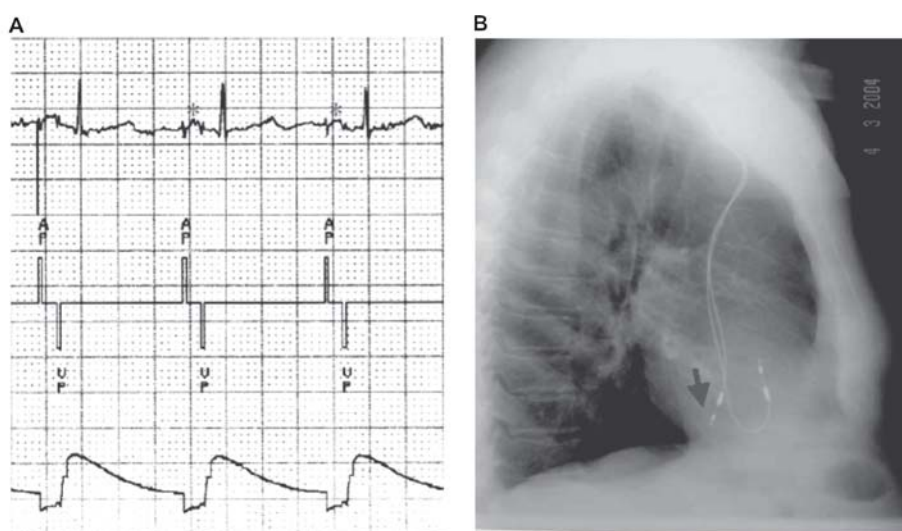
Panel A:* Marcapasos programado en modo DDD a 75 lpm. Retardo AV acortado a 100 ms. Ambas espigas capturan la aurícula demostrando desplazamiento del catéter ventricular en la aurícula derecha (asterisco). Canal superior: derivación de superficie D II. Canal del medio: canales de registro de la aurícula y el ventrículo. *Panel B:* Radiografía de tórax (vista lateral). El catéter auricular se ubica en la orejuela derecha. Flecha: catéter ventricular desplazado hacia la aurícula derecha.
